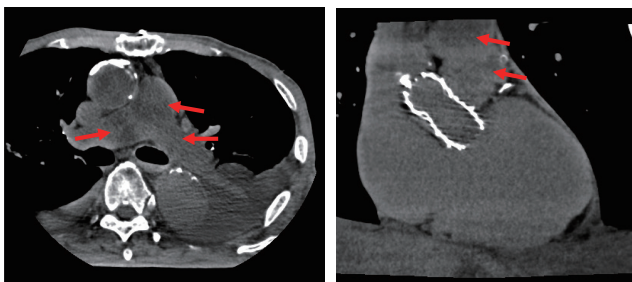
CT検査 肺動脈幹から左右肺動脈に内部不均一な腫瘍あり
